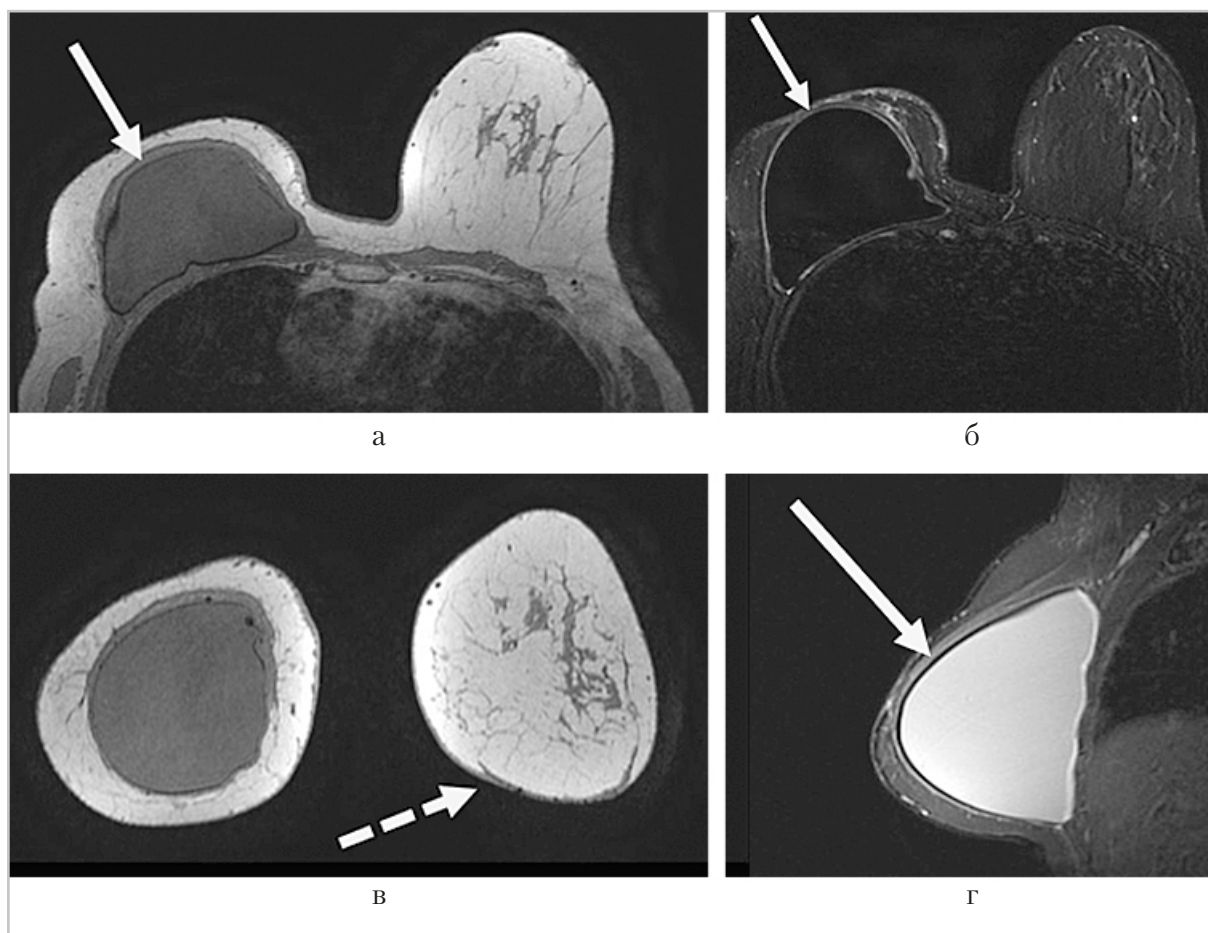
МР-томограммы молочных желез пациентки А., 59 лет. Состояние после отсроченной реконструкции правой молочной железы силиконовым имплантатом после радикальной мастэктомии по поводу рака молочной железы, редукционной маммопластики левой молочной железы. Т1-ВИ в аксиальной (*а* – Т1-ВИ; *б* – Т2 FS с подавлением сигнала от силикона), коронарной (*в* – Т1-ВИ) и сагиттальной проекциях правой молочной железы (*г* – Т2 FS). Силиконовый имплантат расположен субпекторально (*стрелка*), внутренняя структура однородная, без признаков нарушения целостности оболочки. Фиброзная капсула не утолщена. На коронарном Т1-ВИ (*в*) в левой молочной железе визуализируются линейные гипоинтенсивные участки (*пунктирная стрелка*) – послеоперационные рубцовые изменения
